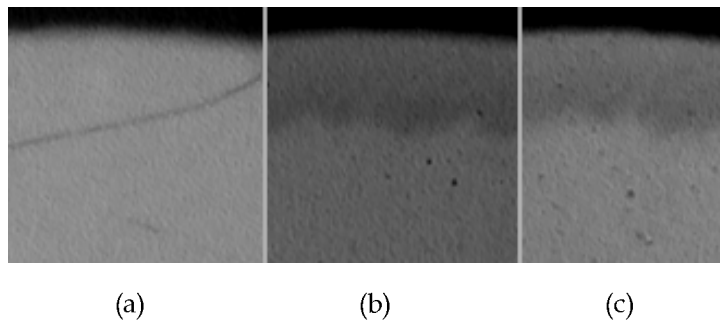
Microradiographic image of enamel.
